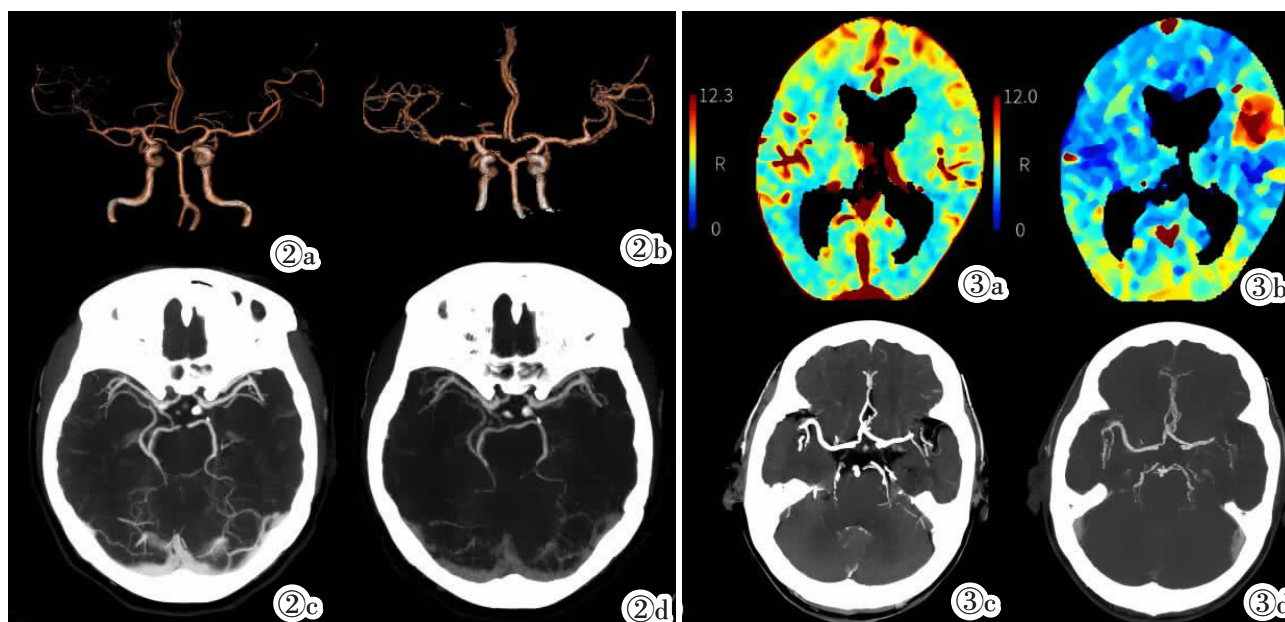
女,77 岁,左侧额颞岛叶脑梗塞。CT 灌注伪彩图(图 2a:CBV,图 2b:Tmax)示左侧额叶血流灌注下降。MIP 图像(图 2c:CTA,图 2d:CTPA)均显示左侧大脑中动脉 M1 段中度狭窄,两者小动脉细节显示能力相似。图 3 男,67 岁,中脑梗塞。灌注伪彩图(图 3a:CBV,图 3b:Tmax)显示双侧枕叶及中脑血流灌注下降。MIP 图像(图 3c:CTA,图 3d:CTPA)均显示左侧大脑后动脉闭塞。
